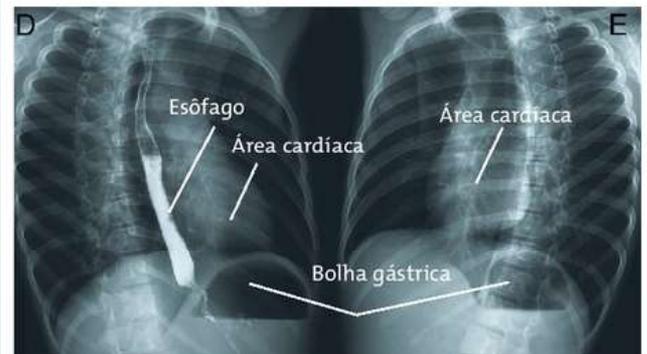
Ortostase com rotação do PMS de 45° e face posterior radiografada mais próxima da mesa. Estruturas mostradas: pulmões, área cardíaca, bolha gástrica, arcos costais e coluna dorsal.
